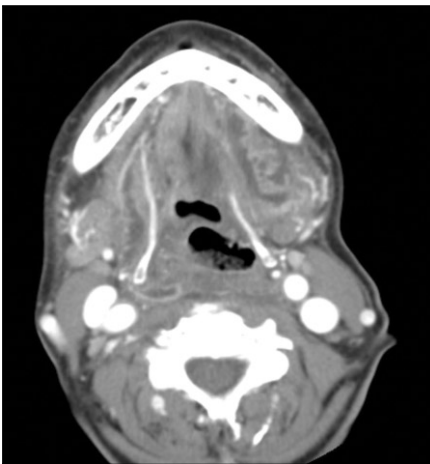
Axial & coronal views of CT shows multifocal abscess formation in both sublingual/submandibular/retropharyngeal and right perivisceral spaces.
